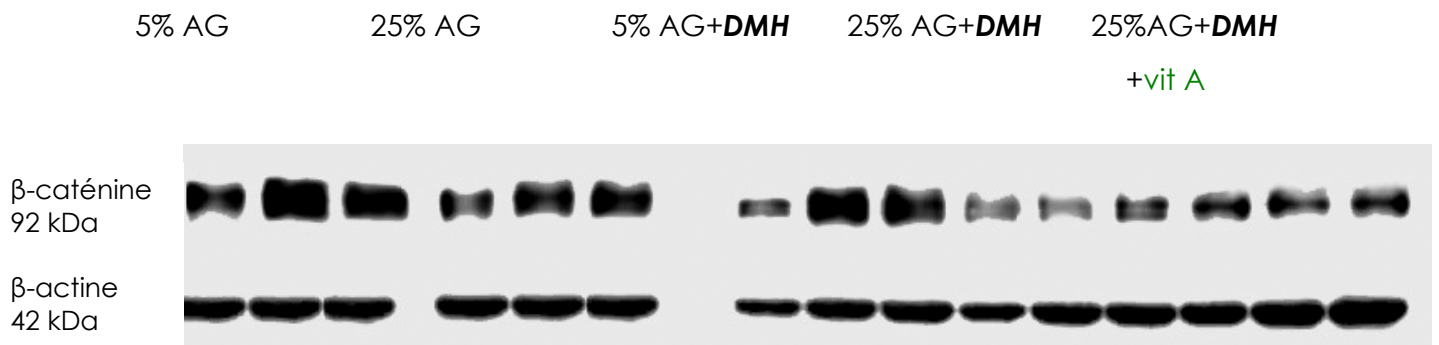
Autoradiographie des protéines  $\beta$ -caténine et  $\beta$ -actine.
